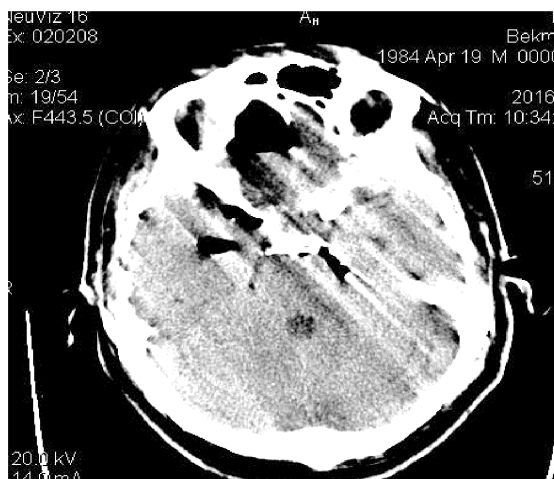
Томограмма: наличие дефекта передней черепной ямки справа, в области ситовидной пластинки решетчатой кости с формированием пневмоцефалии.
